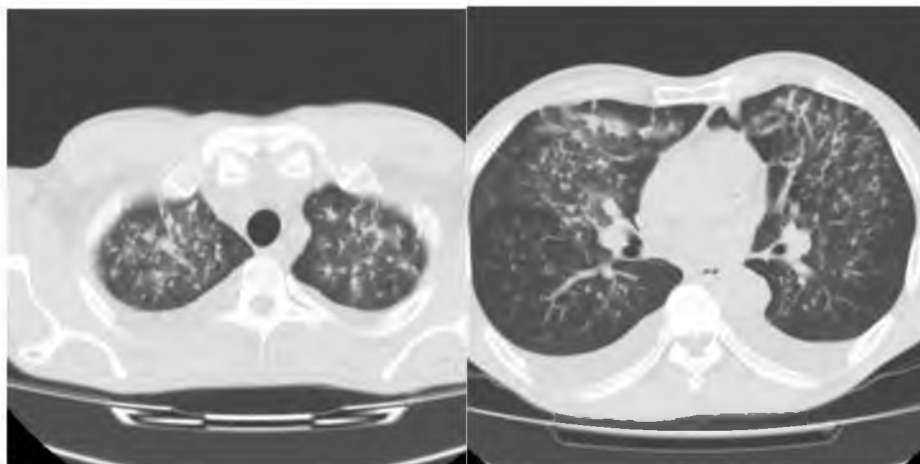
Компьютерная томография легких: в обоих легких отмечаются множественные полиморфные очаги без четких границ, склонных к слиянию, с образованием инфильтратов и зон уплотнения по типу "матового стекла"
